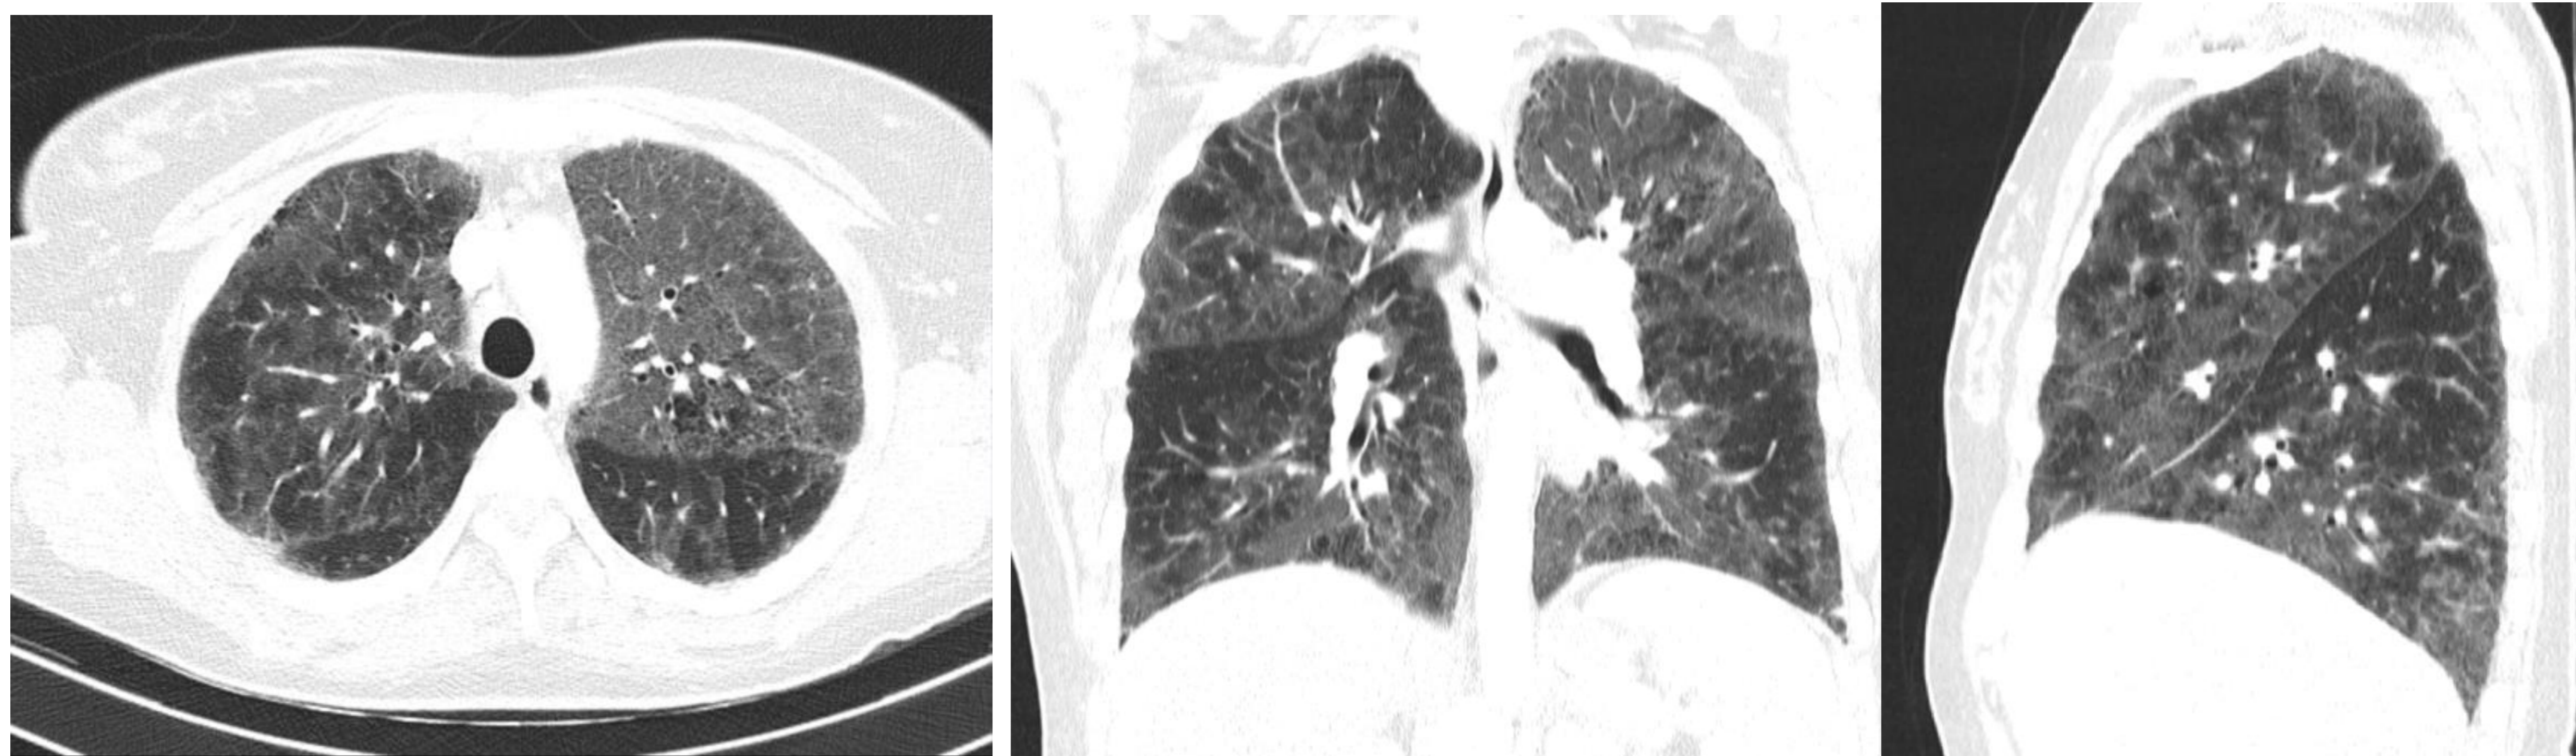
TC de tórax, corte axial (A), coronal (B) y sagital (C) en un paciente con hipertensión arterial y artritis reumatoide en tratamiento con corticoides. Extenso patrón de vidrio deslustrado en ambos campos pulmonares, con escasas áreas de patrón conservado. Se confirmó el diagnóstico de infección COVID19.
